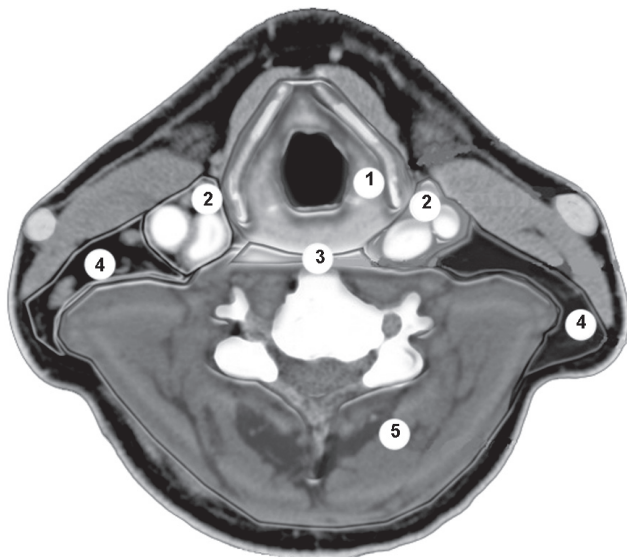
Фасциальные пространства (компарменты) на аксиальном КТ (МРТ) скане шеи:
